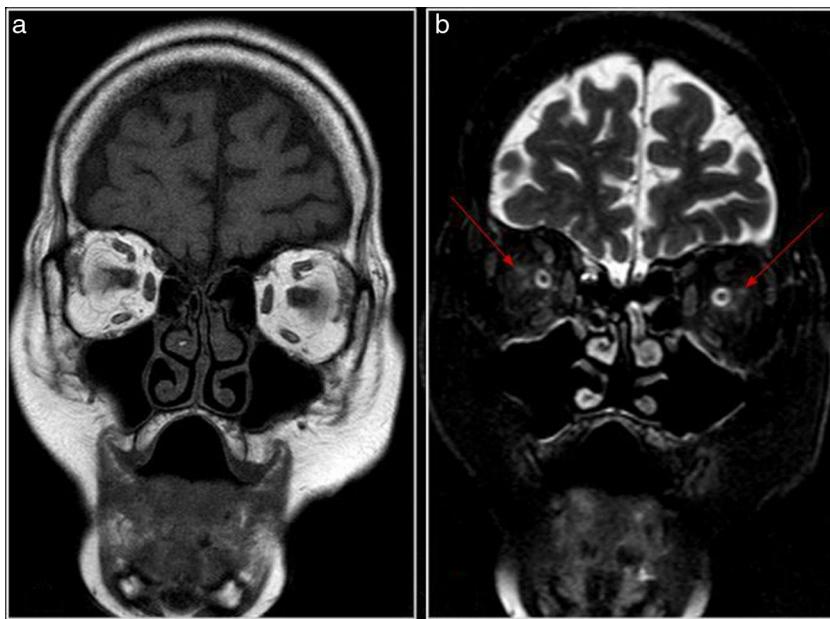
Resonancia magnética orbitaria en secuencias coronal T1 (A) y coronal T2 (B) con saturación de grasa. Se aprecia mínima alteración de la señal de la grasa intraconal, adyacente al nervio óptico (flechas).
